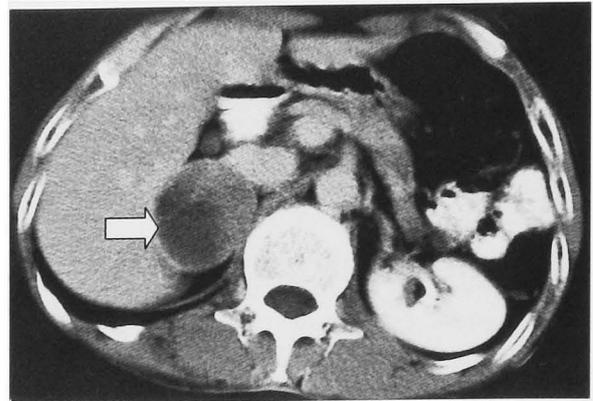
Enhanced CT (Case 2). The right adrenal tumor consisted of solid and cystic components.
